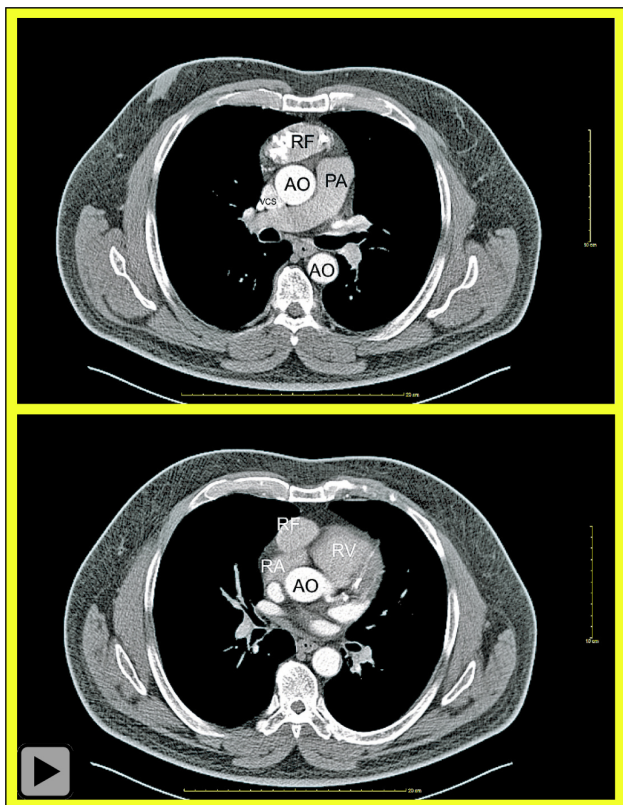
CT mit Kontrastmittel: Sagittalschnitt auf Höhe rechte Pulmonalarterie und Einmündung der Vena cava superior in den rechten Vorhof: Arterielle Kontrastphase. Raumforderung im vorderen Mediastinum, mit – abgesehen von den Verkalkungen – ähnlicher Dichte wie der rechte Vorhof.
